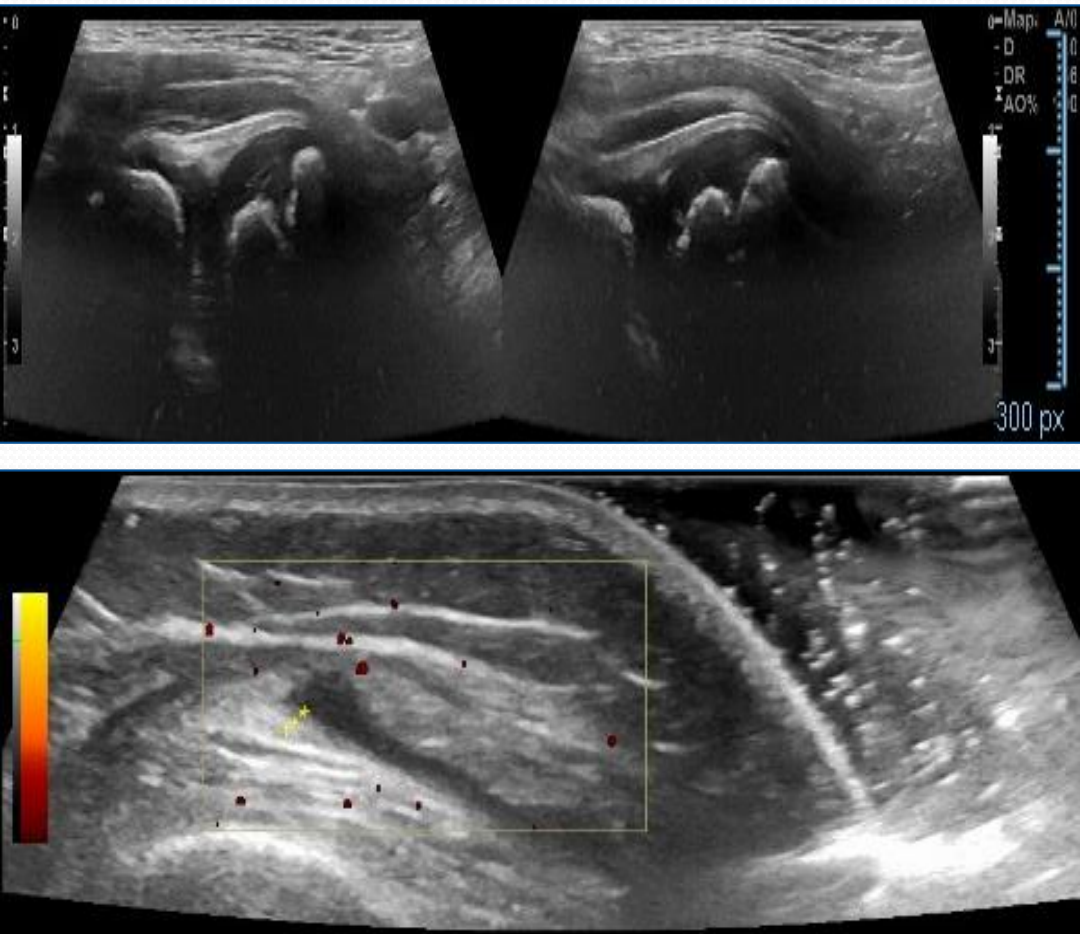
Ecografía doppler de rodilla derecha. Leve cantidad de liquido en el receso subcuadricipital y mínimo engrosamiento sinovial sin alteraciones al Doppler Color.
